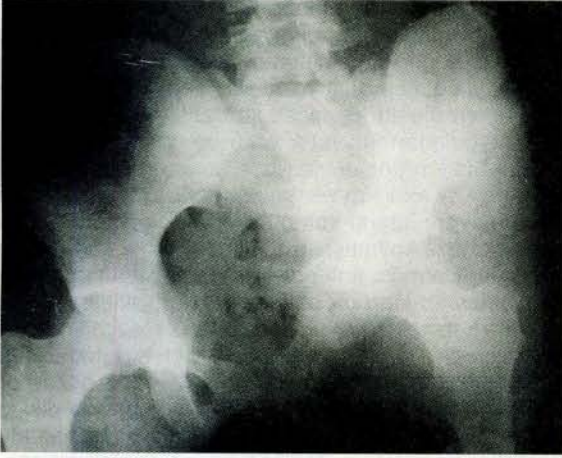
Hastanın başvuru anındaki grafisi
